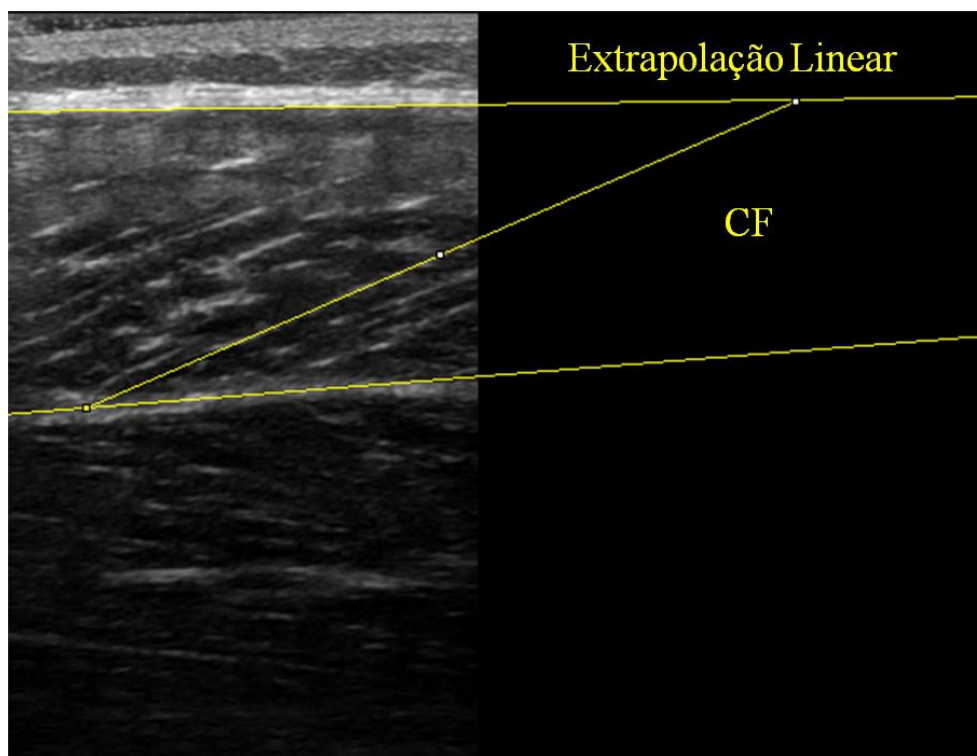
Imagem do comprimento do Fascículo (CF) de um dos sujeitos, em um dos momentos de coleta foi mensurada por ultrassonografia e quantificada no software *ImageJ*.
